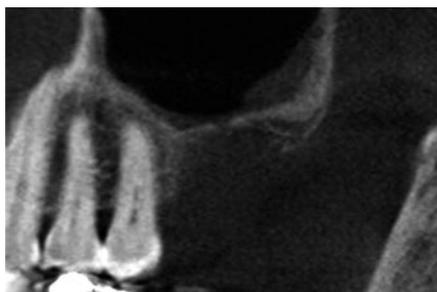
抜歯2ヶ月後、インプラント埋入手術直前のCT像。
